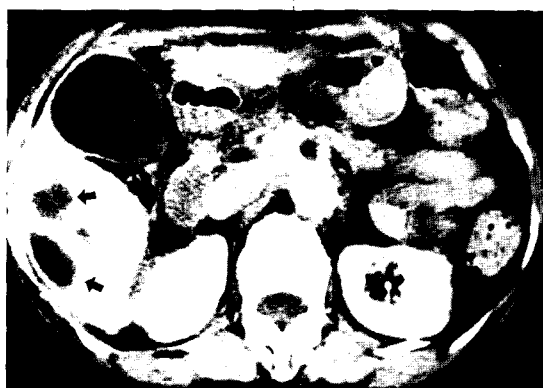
The lower section of the CT scan (the same scan of Fig. 1A) shows variable sized cysts (arrows).
